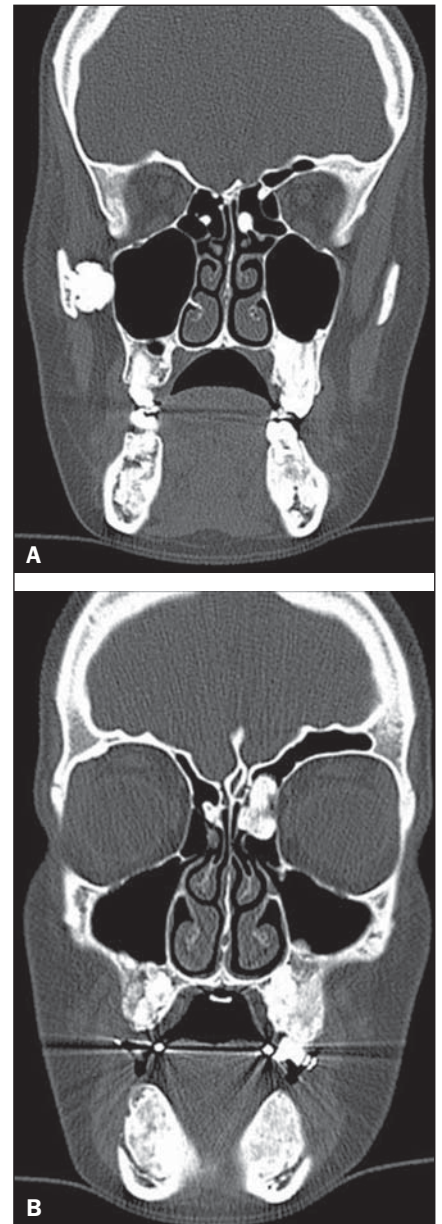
Cortes coronais de TC, janela óssea.
